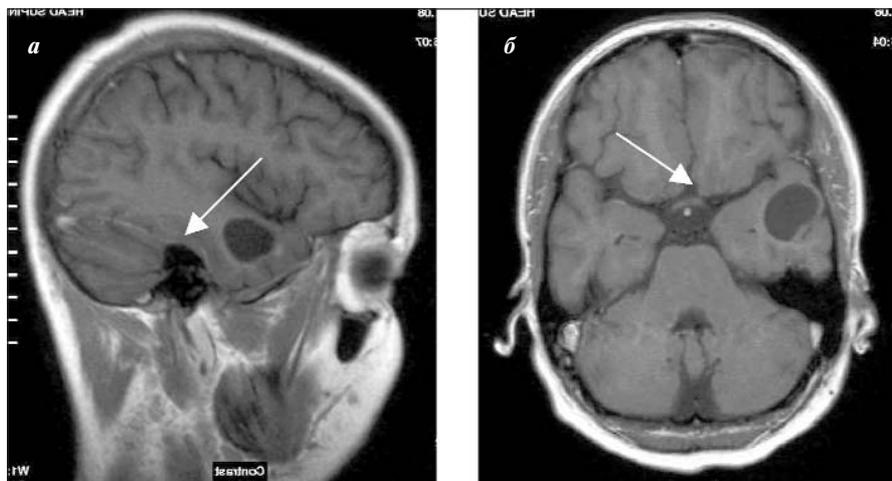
МРТ головного мозга у больной П. до операции. В боковой (а) и аксиальной (б) проекциях определяется внутримозговое объемное образование правой височной доли (отмечено стрелкой)
